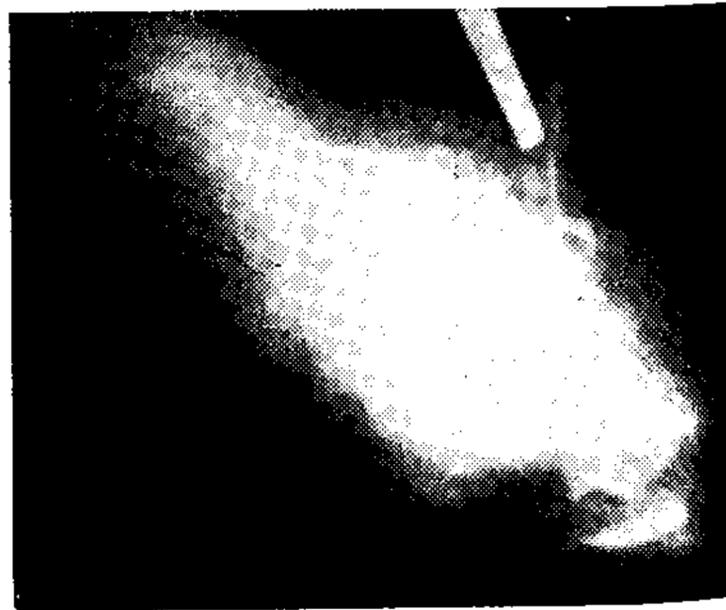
Radiografía del lóbulo medio en distintas incidencias, después de inyectado con sustancia iodada por la parte superior.
